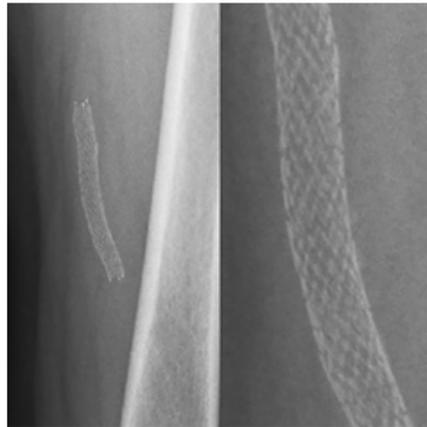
Links: Röntgenbild des linken Oberschenkels mit einliegendem BioMimics 3D Stent (Veryan medical Ltd, Galway, Irland). Rechts: Vergrößerung des Stents mit helikalem Erscheinungsbild
